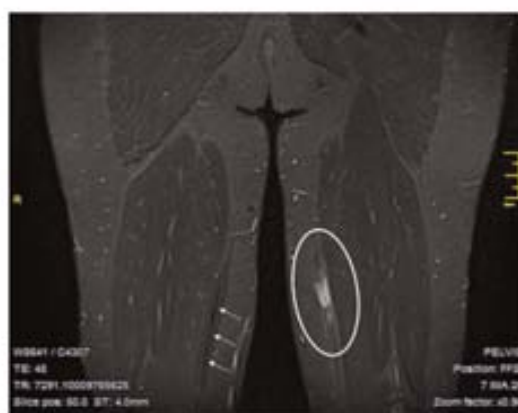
Grade 2 gracilis muscle strain. Coronal fat-suppressed fast spin echo T2-weighted image depicts partial disruption and edema at the tendon of the gracilis muscle (arrow).
